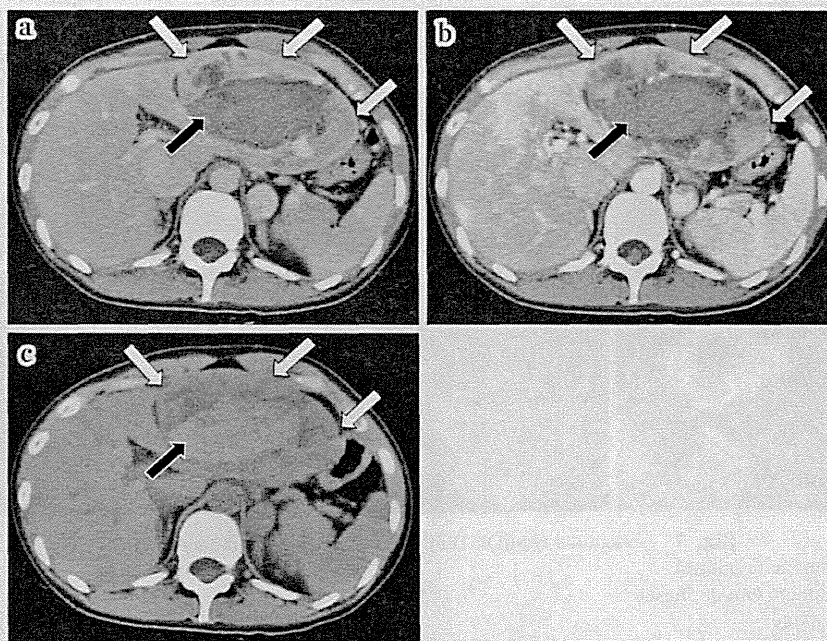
Abdominal CT findings
